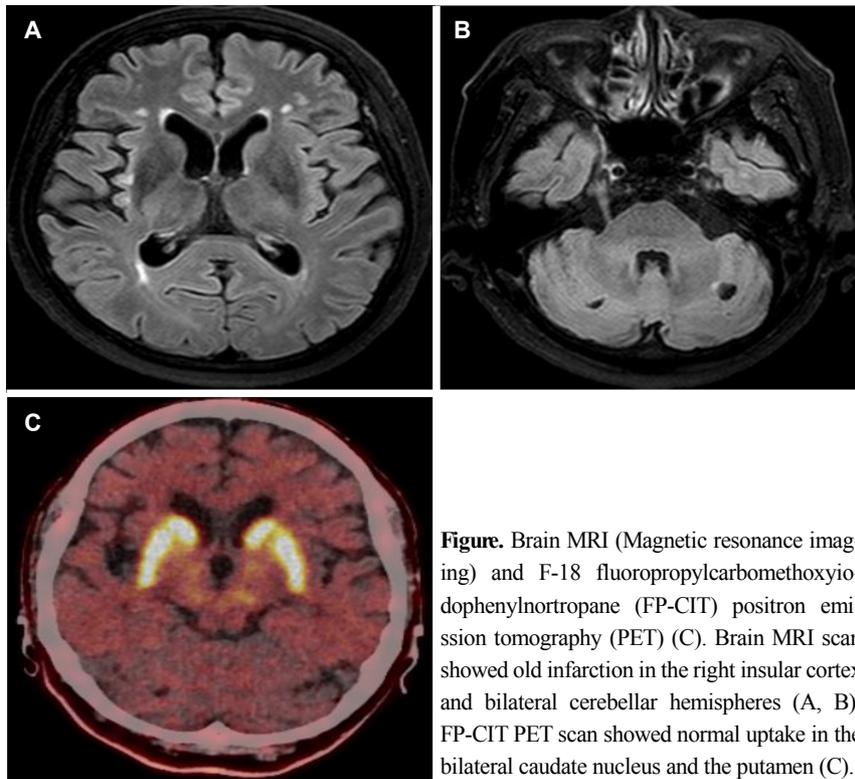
Brain MRI (Magnetic resonance imaging) and F-18 fluoropropylcarbomethoxyiodophenyl-nortropane (FP-CIT) positron emission tomography (PET) (C). Brain MRI scan showed old infarction in the right insular cortex and bilateral cerebellar hemispheres (A, B). FP-CIT PET scan showed normal uptake in the bilateral caudate nucleus and the putamen (C).
